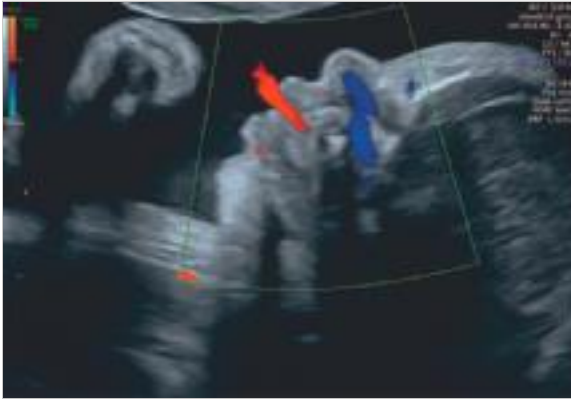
Dopplersonografische Darstellung des Schluckaktes.
